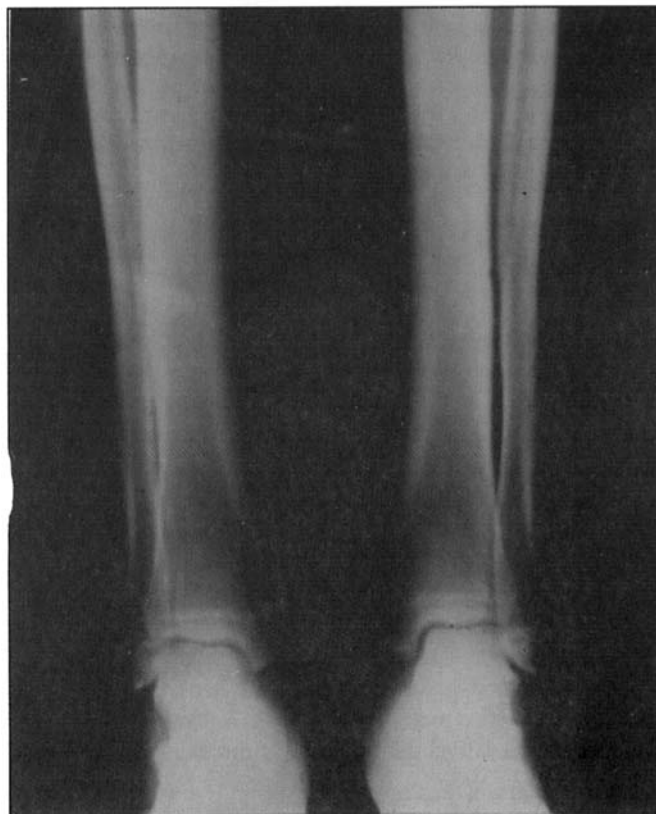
Radiografia de membros inferiores.
